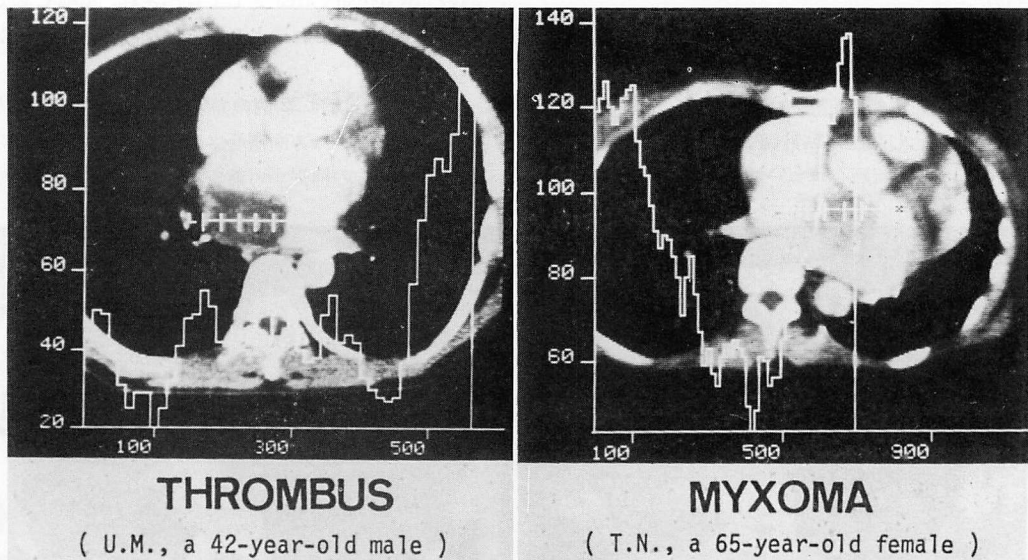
血栓, 粘液腫内部CT値のグラフ表示
